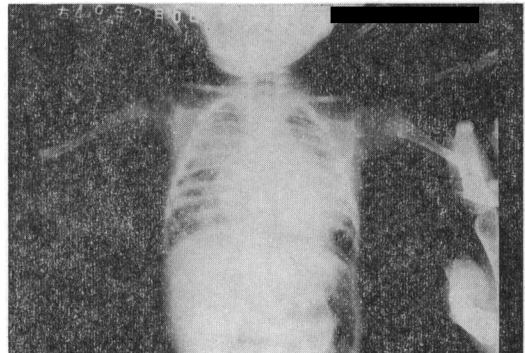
b Case 6, X-ray finding before administration of tobramycin
